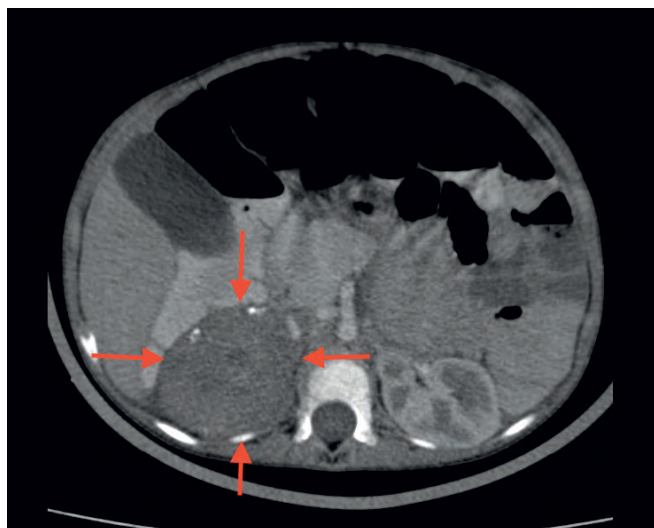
КТ ОБП в возрасте 20 месяцев: в проекции правого надпочечника определяется мягкотканное образование, размерами $52 \times 42 \times 62$ мм (объем — 70 см^3). Структура образования неоднородная за счет кальцинатов и гиподенсивных участков, в динамике не изменилась, после проведения контрастирования отмечается умеренное накопление контрастного препарата
